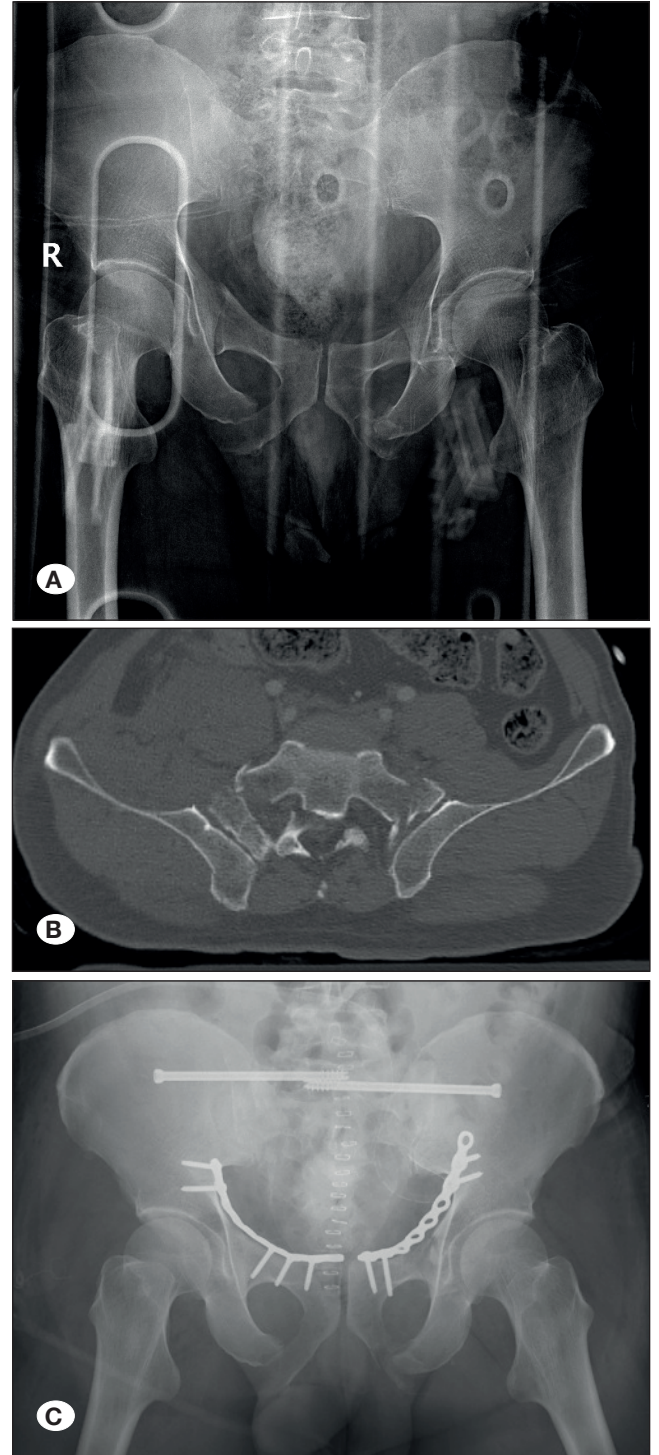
A) Travma sonrası çekilen pelvis grafisinde pubik diastaz görülmekte. B) Pelvik fiksator uygulanan hastada pelvis hacminin azaldığı görülmüyor.
